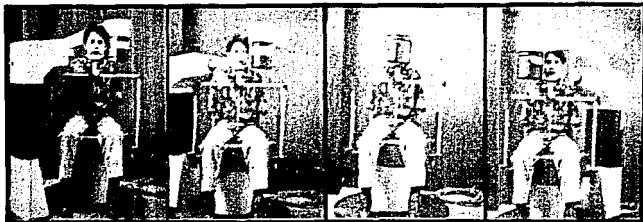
SECUENCIA FOTOGRAFICA EN LA RADIOGRAFIA PANORAMICA
